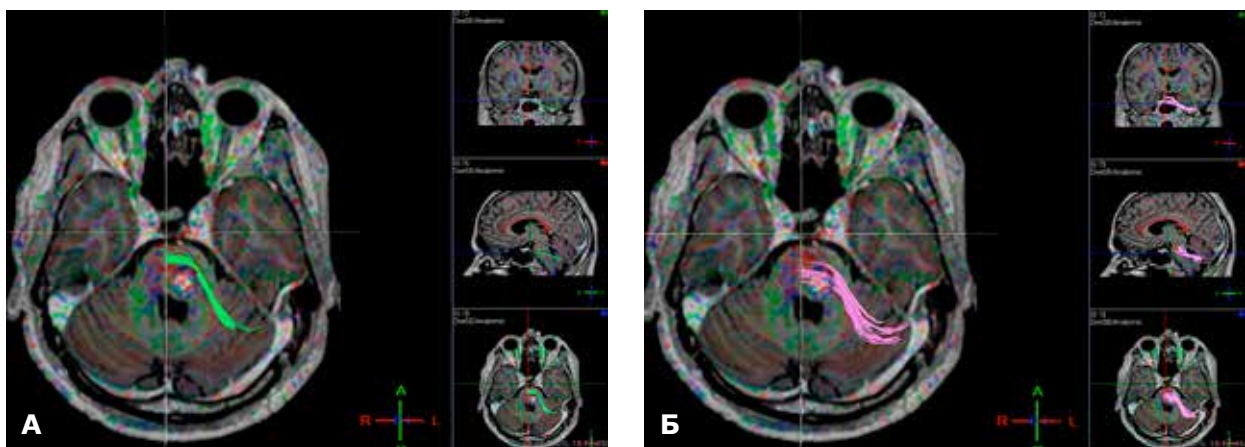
Дифузно-тензорна МРТ пацієнта Г. А - мостомозочкові тракти (бульбо-таламічний тракт); Б - провідникові шляхи стовбуру мозку краніо-каудального напрямку
